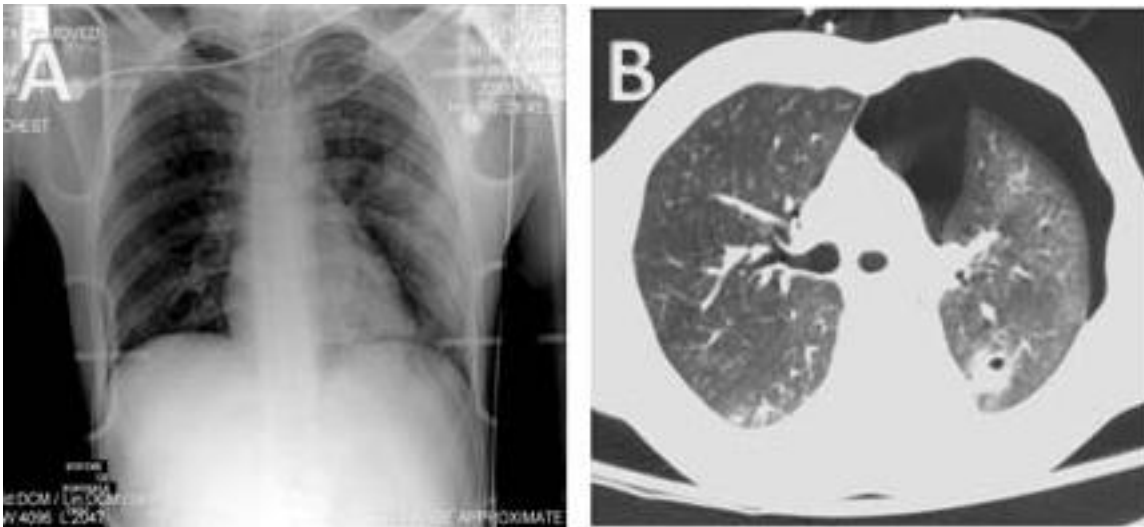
X-ray* thoraks memperlihatkan adanya tanda-tanda kontusio pada paru kanan dan kiri dan empisema pada paru kiri (Panel A) CT-Scan thoraks mengkonfirmasi kontusio pada kedua paru dan subkutan empisema sebagai tanda pneumothoraks sisi kiri, tanda ini sering terlewat pada pembacaan *x-ray* thoraks AP (Panel B).⁴
